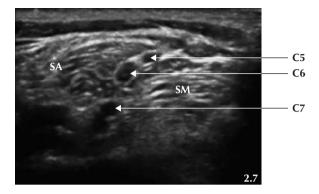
Coupe échographique transversale des racines du plexus brachial. SA : scalène antérieur ; SM : scalène moyen ; C5, C6, C7 : racines.
